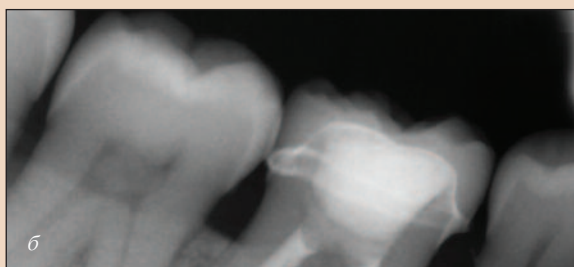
Предоперационная (а) и контрольная (б) рентгенограммы.
